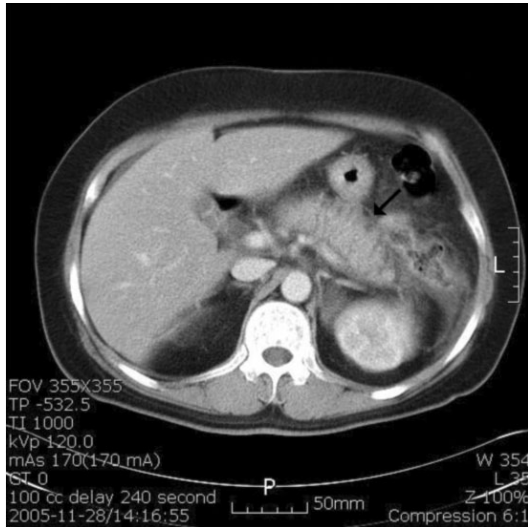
Abdomen CT demonstrates edematous pancreas with peripancreatic fluid collection.
